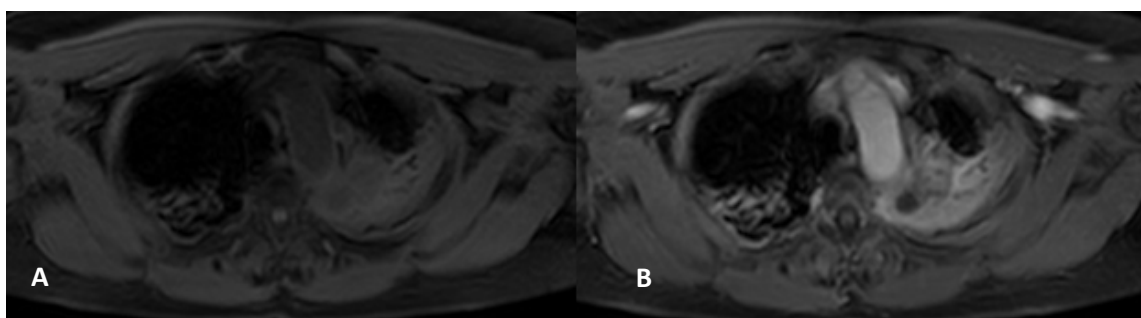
Exemplo de RM com massa pulmonar no lobo superior do pulmão esquerdo (Carcinoma espinocelular). A) Sequência de RM pré-contraste e B) pós contraste fase de equilíbrio, demonstrando o realce pelo meio de contraste.
